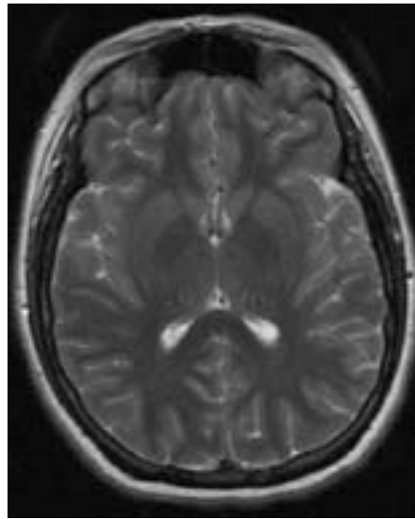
Primera RM: imagen axial ponderada en T₂ donde se aprecia la normalidad del cuerpo calloso.
